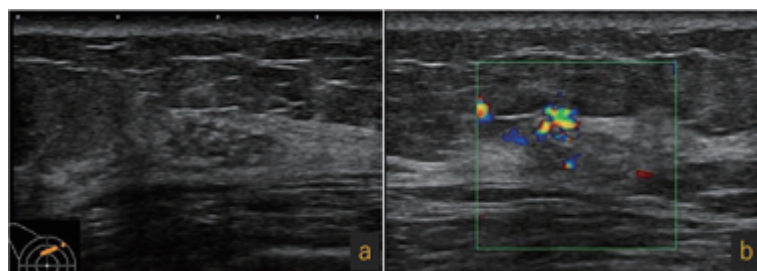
症例3. (a)Bモード像. 右乳房12時方向に, 内部に点状高エコーを有する淡い低エコー域を認める. (b)カラードブラ. 低エコー域の浅部に血管を認めるが, 内部の血流は乏しい.
